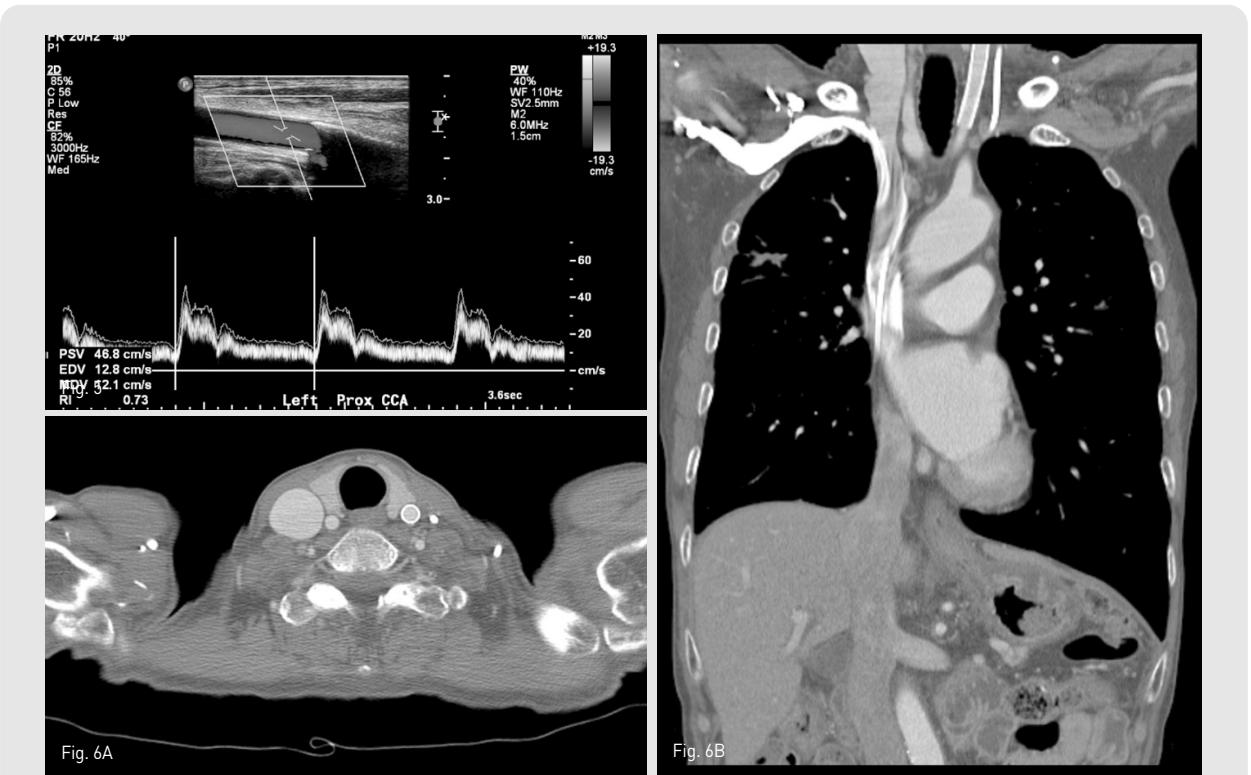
1 day after stent-graft deployment, Doppler image shows patent stent-graft in the left CCA with intact distal arterial flow and normal waveform without demonstration of left CCA-left IJV fistula.
